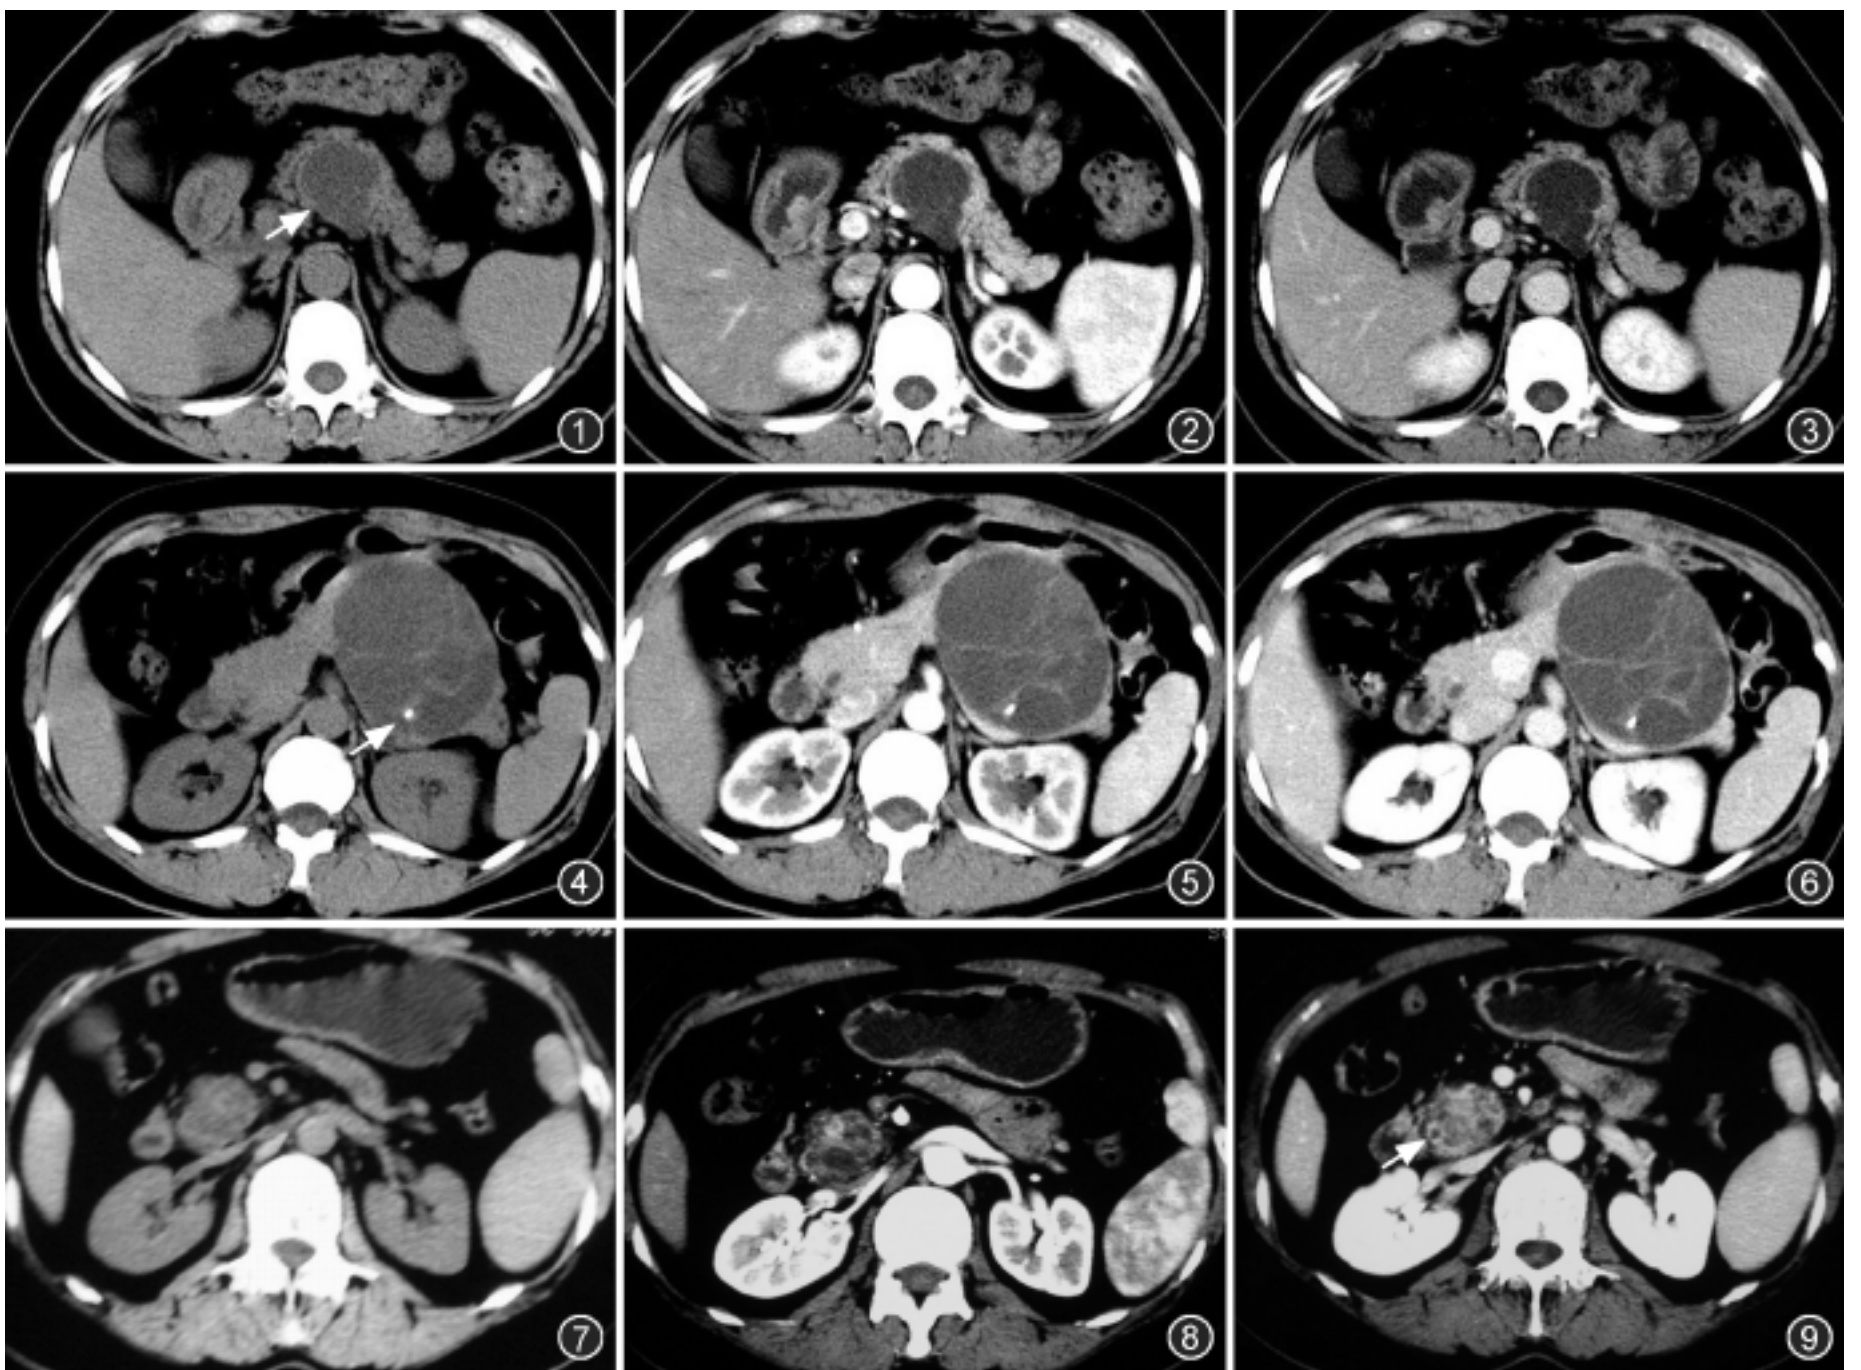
~3 女, 48 岁, 黏液性囊腺瘤。图 1 为 CT 平扫, 示胰颈部低密度囊性占位(箭), 壁薄, 有分隔, 但无钙化及壁结节。图 2 和图 3 分别为 CT 增强扫描动脉期及门静脉期, 病灶未见明显强化。图 4~6 女, 51 岁, 交界性黏液性囊腺瘤。图 4 为 CT 平扫, 示胰尾部巨大混合低密度囊性占位, 壁及分隔尚薄, 分隔内见钙化点, 但无壁结节(箭)。图 5 和图 6 分别为 CT 增强扫描动脉期及门静脉期, 可见病灶囊壁及分隔轻度强化。图 7~9 男, 68 岁, 黏液性囊腺癌。图 7 为 CT 平扫, 示胰头部混合低密度囊实性占位。图 8 和图 9 分别为 CT 增强扫描动脉期及门静脉期, 可见病灶囊壁轻度强化及壁结节明显强化(箭)
